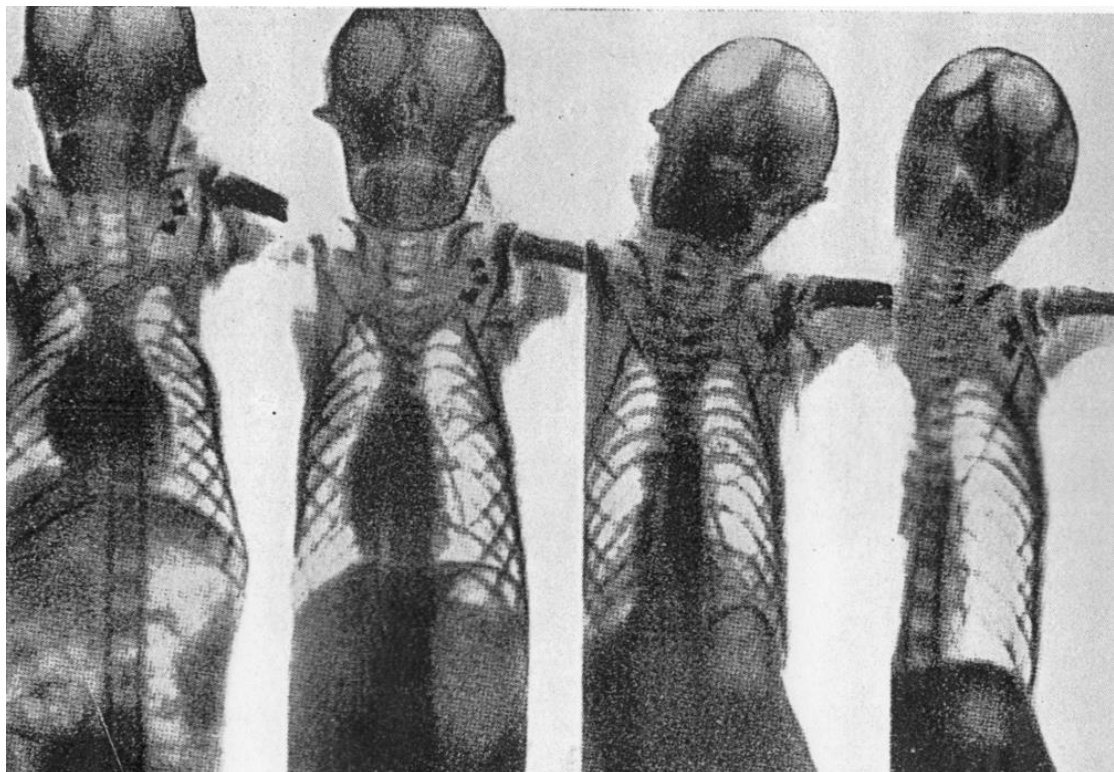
Thorax-Röntgenaufnahmen eines Schimpansen unter Belastung in der Zentrifuge mit +1 G_z (ganz links), +2 G_z , +4 G_z und +6 G_z ganz rechts). Die Elongation des Herzens und des Mediastinums ist deutlich zu erkennen [7].
